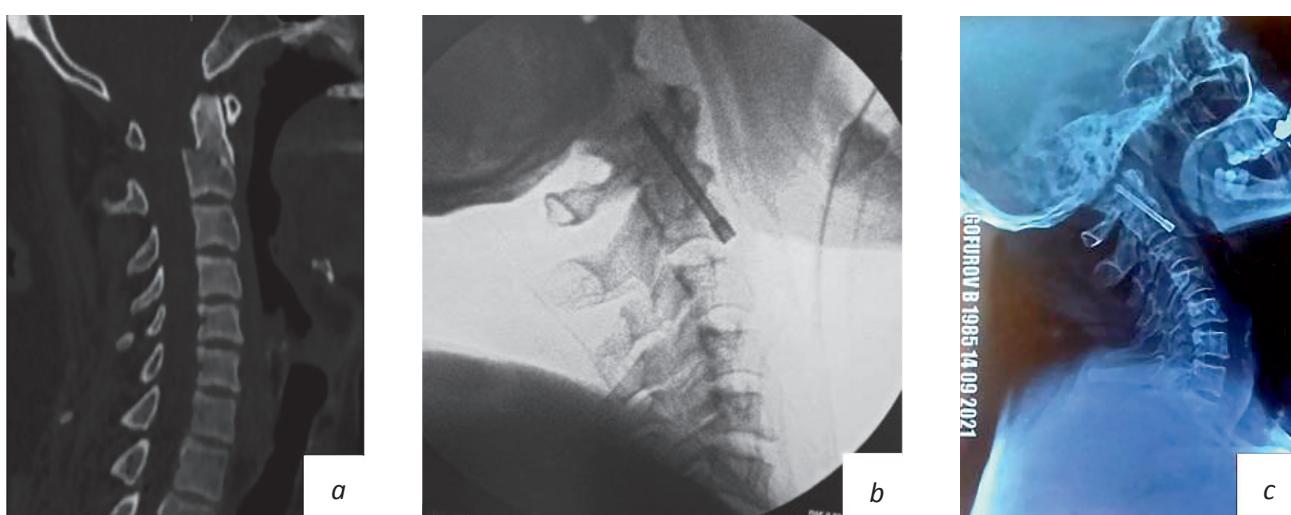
a* – КТ в сагиттальной проекции до операции;
